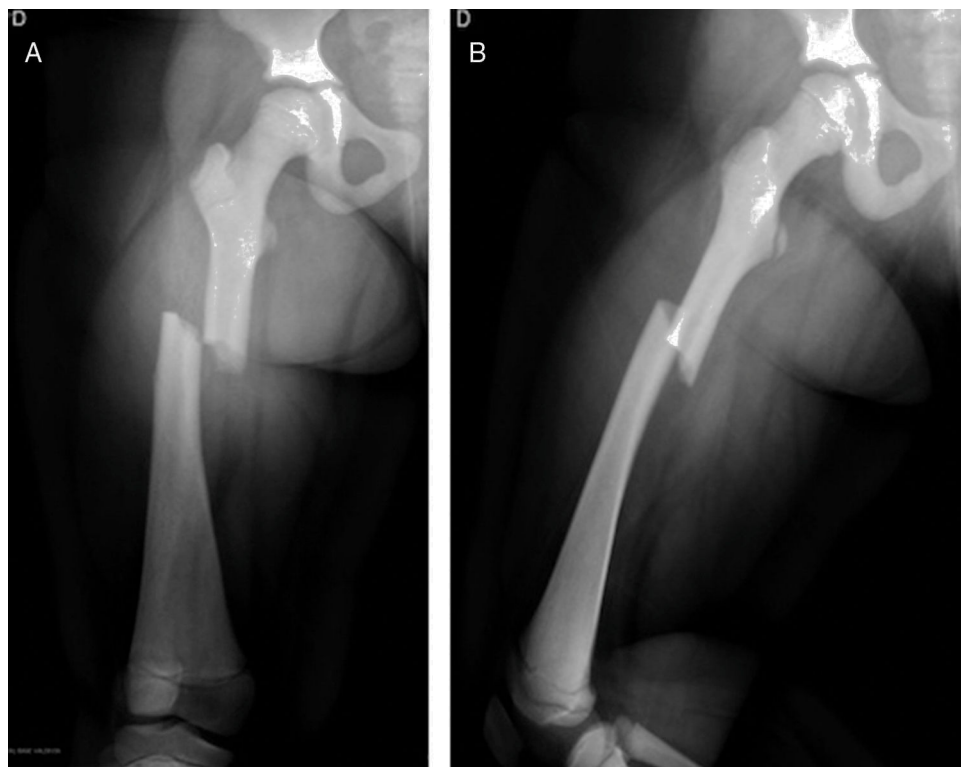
A) Radiografía anteroposterior del fémur derecho. Se observa rasgo de fractura transverso. B) Radiografía lateral del fémur derecho: se observa rasgo de fractura diafisiario transverso.
